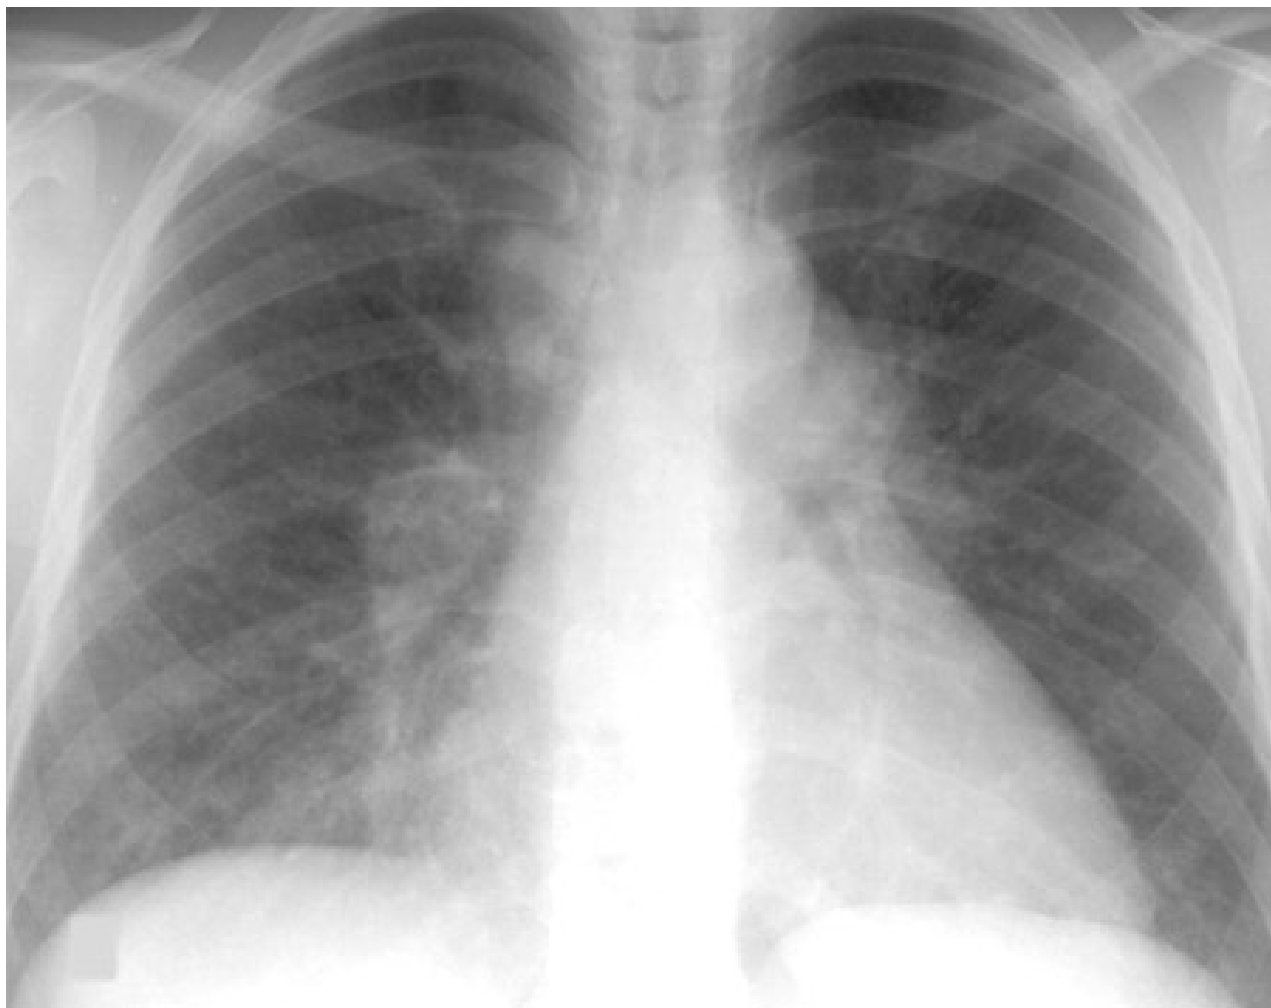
Sarcoidose: radiografia torácica evidenciando linfadenopatia hilar bilateral associada a infiltrados pulmonares
